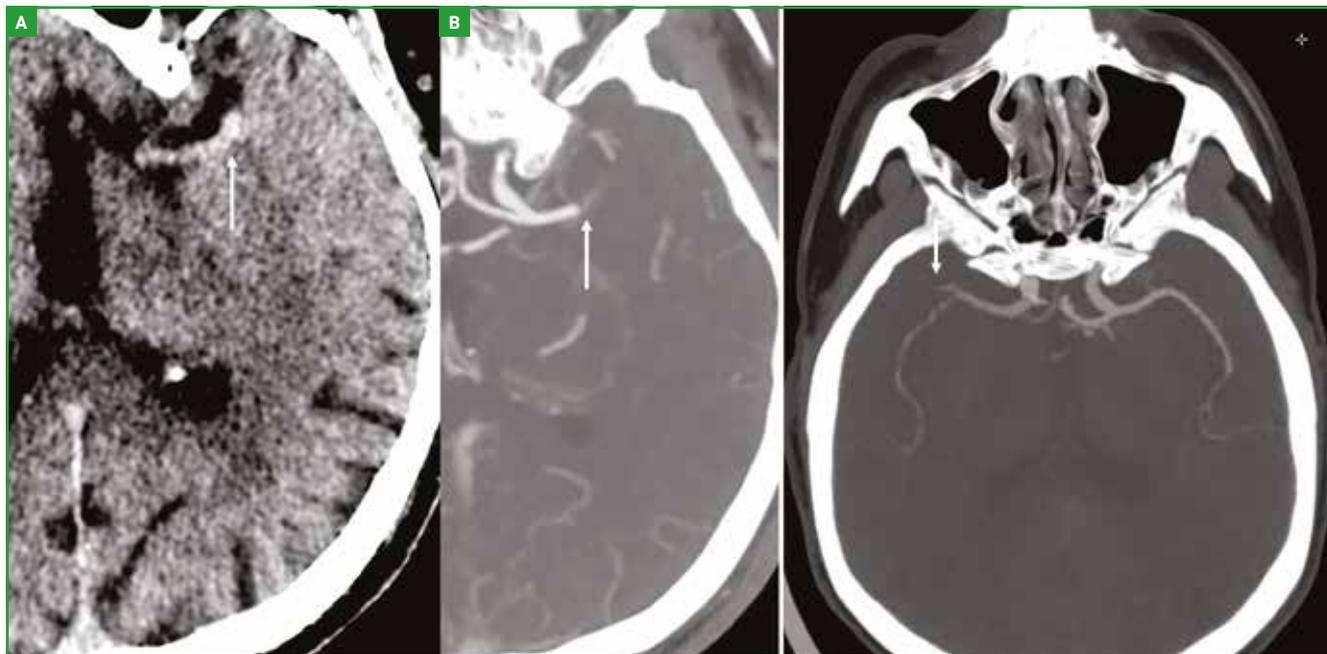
À gauche: avant et après injection de produit de contraste. TDM en contraste spontané (A) montrant le thrombus hyperdense dans le segment M1 de l'ACM gauche. Sur l'acquisition après injection de produit de contraste iodé (B), la TDM montre une occlusion de l'ACM gauche. À droite: TDM après injection de produit de contraste montrant l'occlusion d'une branche M2 de l'ACM droite.
